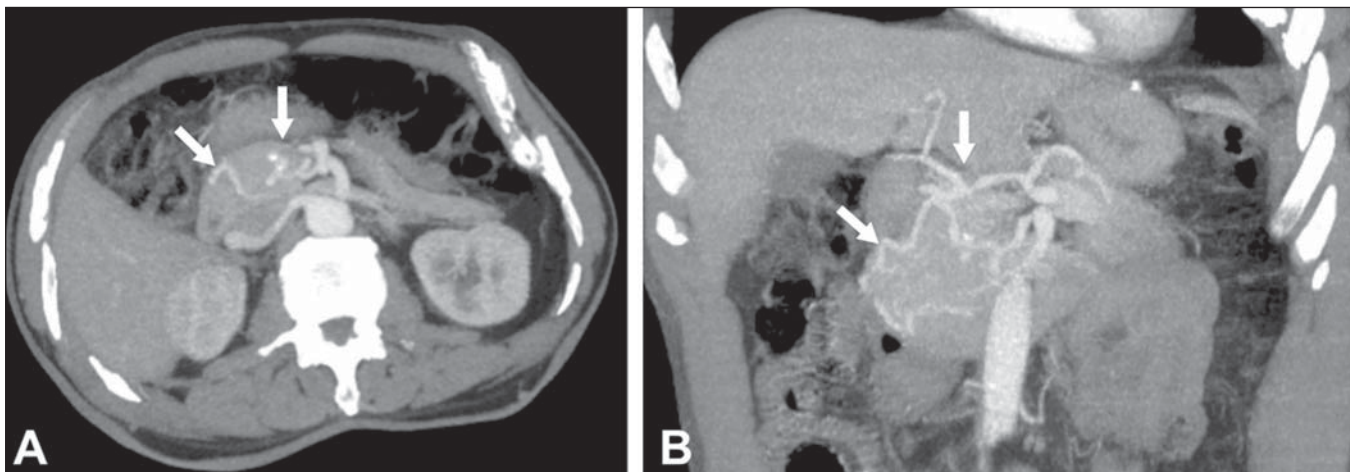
Síndrome do ligamento arqueado. TC com reconstruções MIP axial (A) e coronal (B). Proeminência da arcada pancreatoduodenal (circulação colateral entre o tronco celíaco e artéria mesentérica superior) (setas).
